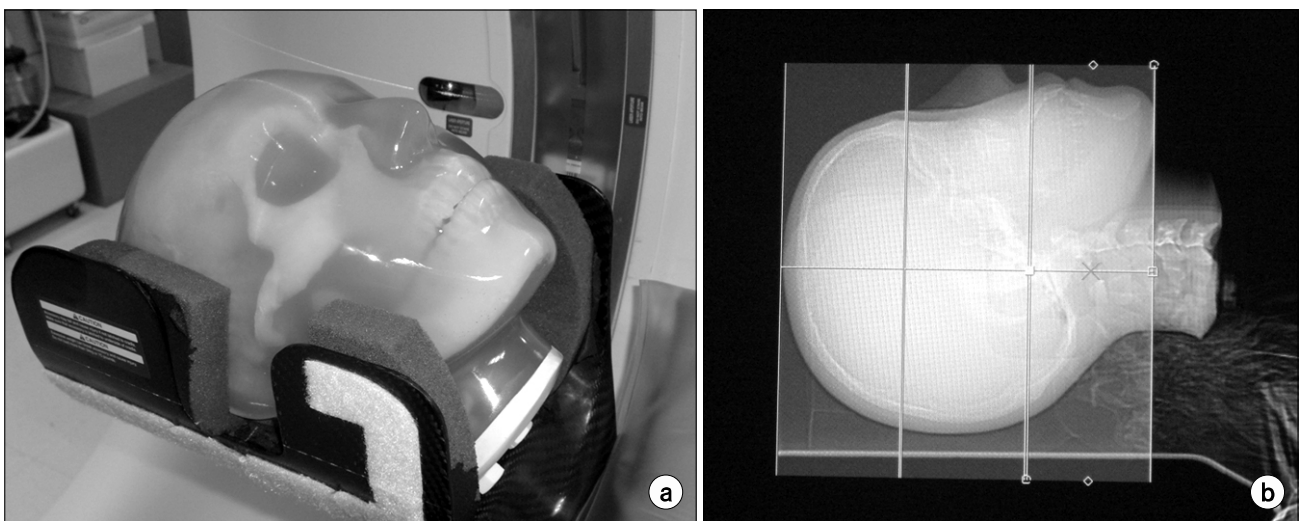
(a) Setting phantom of head on the CT gantry (b) scout lateral view of three regions in the head phantom.
